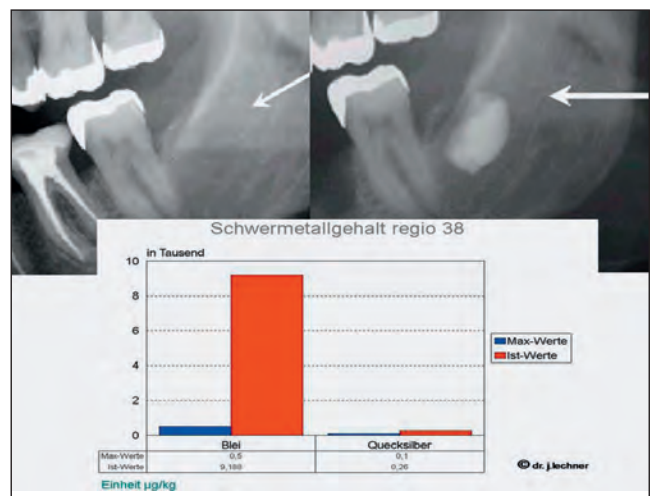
Gegenüberstellung von 2D-Röntgen regio 38/39, Volumen der Osteolyse sowie Blei- und Quecksilbergehalt.
